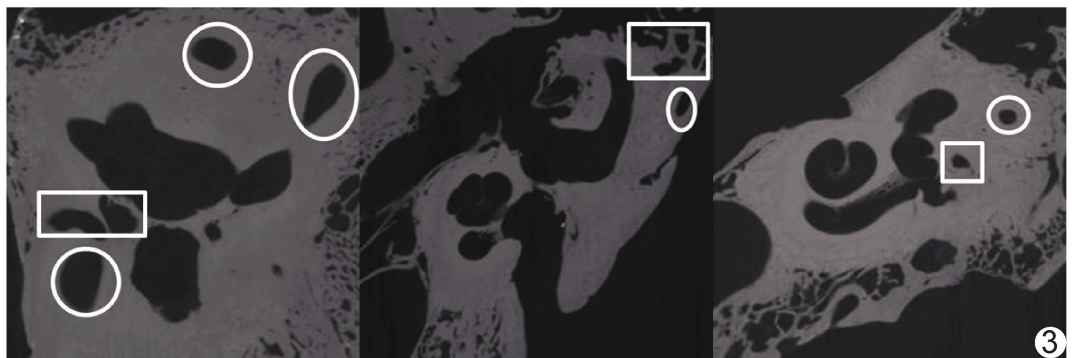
在颞骨 CT 中标注内耳结构困难<sup>[12]</sup> (圈内为内耳结构、矩形内不属于内耳结构)
